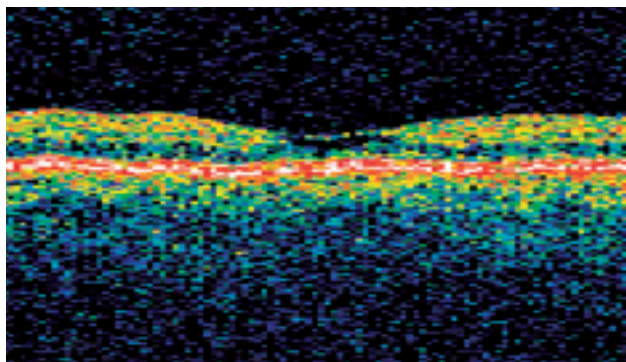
La tomographie par cohérence optique chez la même patiente qu'à la Fig. 1A met en évidence un kyste fovéolaire en l'absence d'œdème maculaire.
